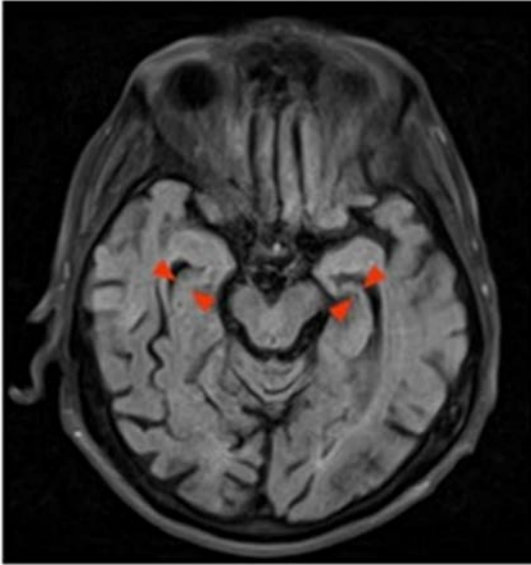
esempio di RM nella demenza di Alzheimer. Atrofia della regione temporale mesiale dell'ippocampo (freccie) riconoscibile da una dilatazione sproporzionata delle corna temporali dei ventricoli laterali. Immagine presa da "Demenz, diagnostik und therapie" (1)
